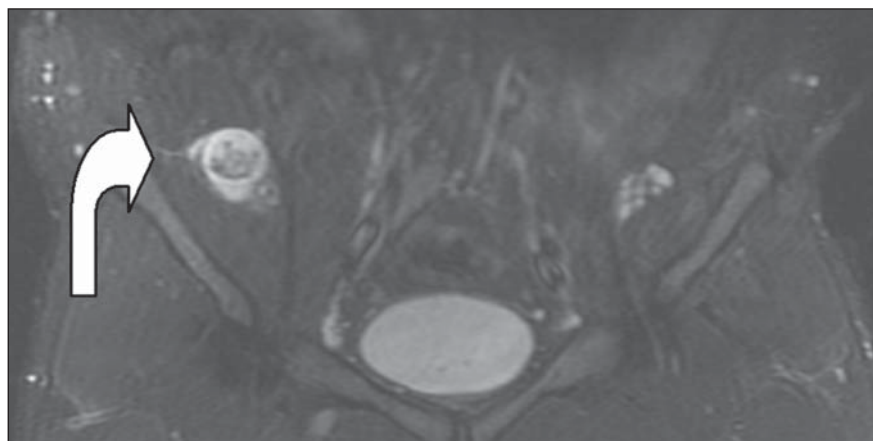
Ressonância magnética, corte coronal.
